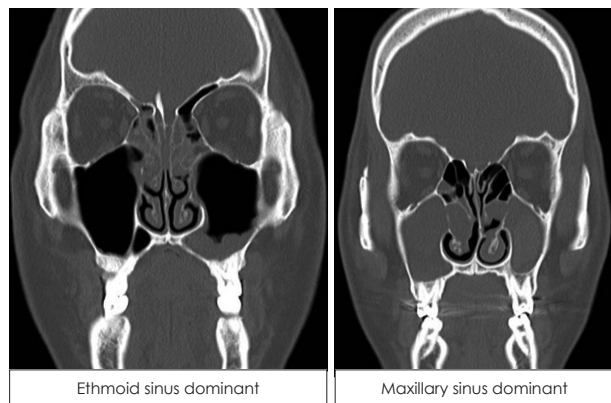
Representative CT findings of ethmoid sinus dominant & maxillary sinus dominant CRSwNP.
